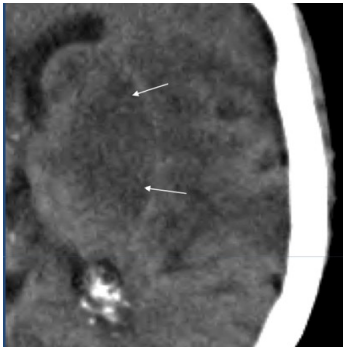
TC de cráneo simple donde observamos la pérdida de la diferenciación de la sustancia gris y blanca.
